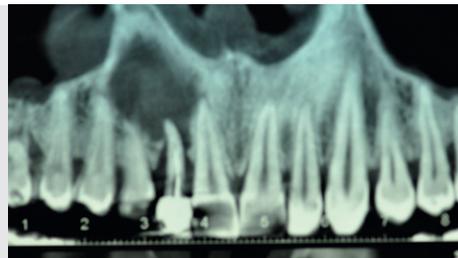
Imagen radiográfica y CBCT compatible con quiste odontogénico en la pieza 12
